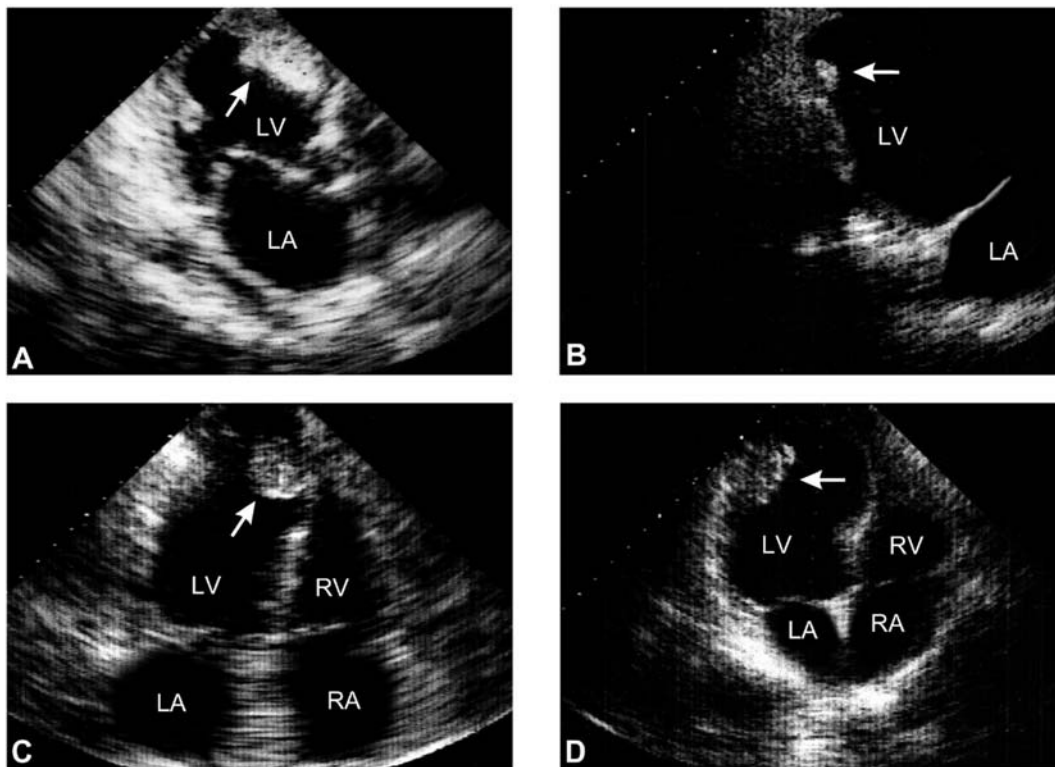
Left ventricular mural thrombi (arrows) diagnosed by two-dimensional echocardiography. LV = left ventricle; LA = left atrium; RV = right ventricle; RA = right atrium.
